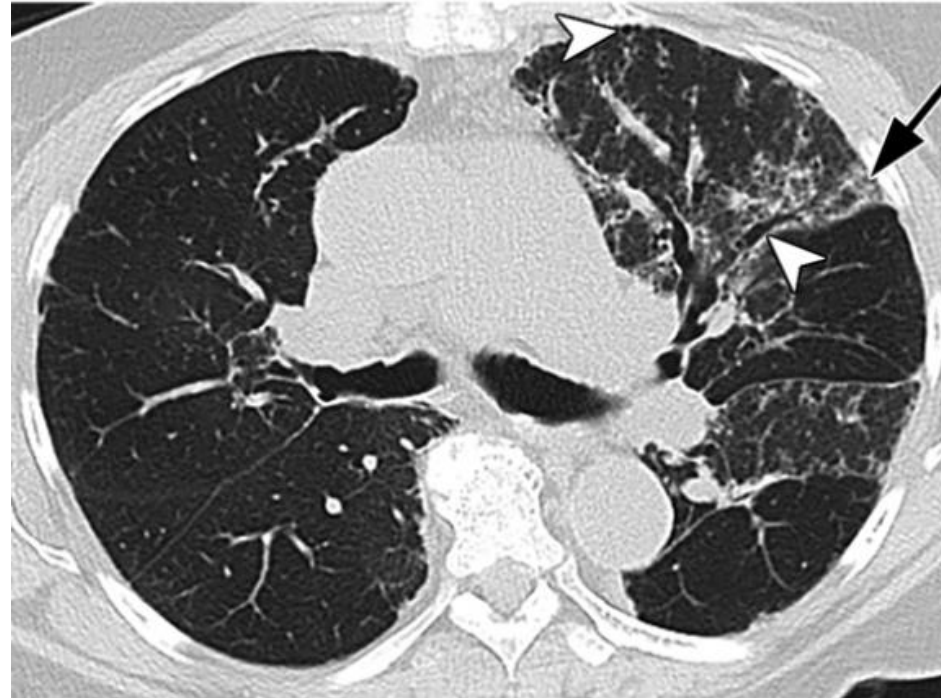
Corte axial de una TC con metaplasia peribronquiolar. Bronquiectasias y bronquiolectasias (cabezas de flecha), patrón en árbol en brote y opacidades en vidrio deslustrado (flechas).
